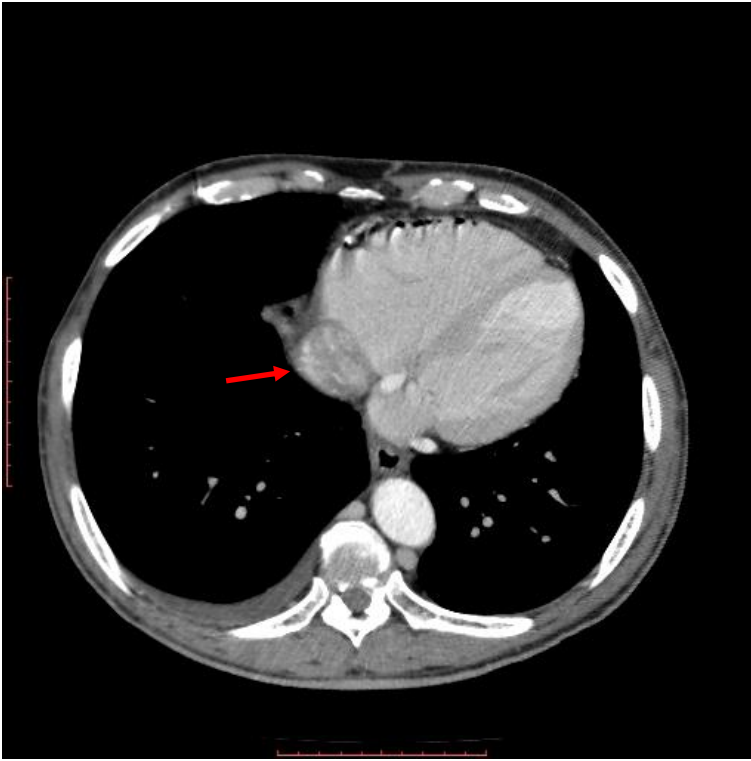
Abdominal CT scan, axial plane, showing tumor extending to right atrium.
